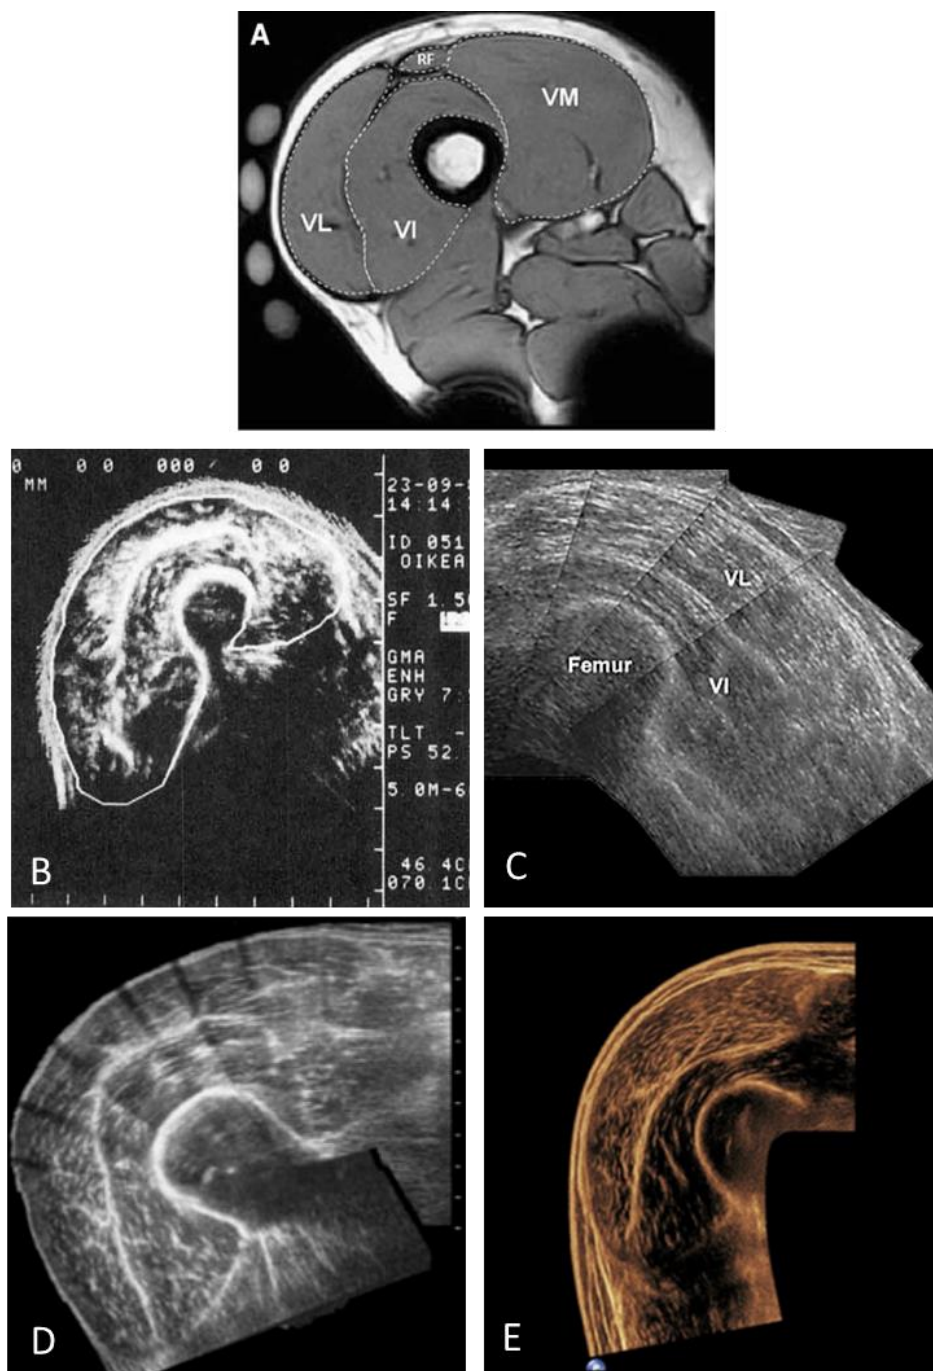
Exemplos de obtenção de ASTA a partir da técnica de (A) Ressonância Magnética (MORSE; DEGENS; JONES, 2007) e a partir das técnicas de sobreposição de imagens com ultrassonografia (B – E) em que (B) representa Imagem Composta (SIPILA; SUOMINEN, 1991b), (C) Sobreposição Simples (REEVES; MAGANARIS; NARICI, 2004), (D) Sobreposição Simples com sonda de campo estendido (NOORKOIV; NOSAKA; BLAZEVIČH, 2010) e (E) Imagem composta com a utilização de Ultrassom Panorâmico (SCOTT *et al.*, 2012).
